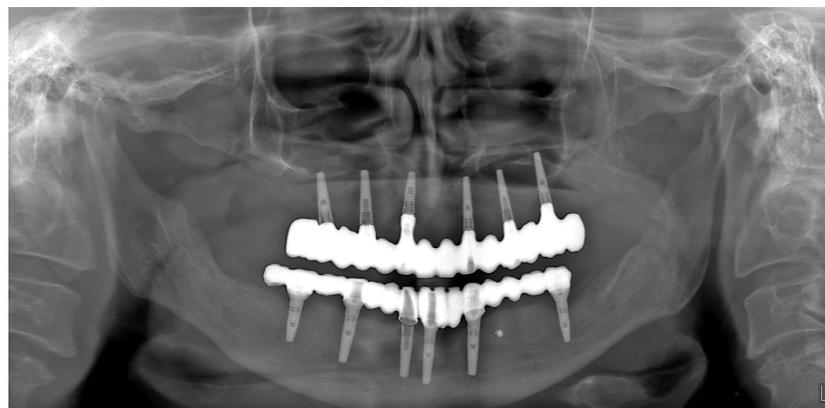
Контрольная ортопантомограмма по завершении реабилитации.
